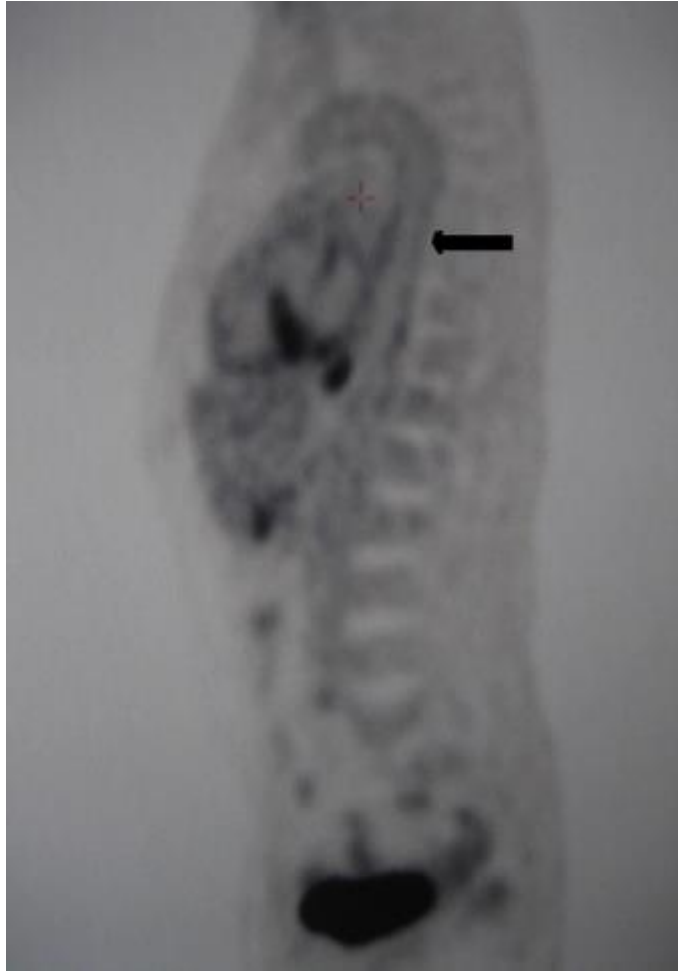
Tomographie par émission de positons (TEP) : hypermétabolisme de la paroi aortique témoignant d'une aortite chez un homme de 54 ans ayant un syndrome de Cogan.
